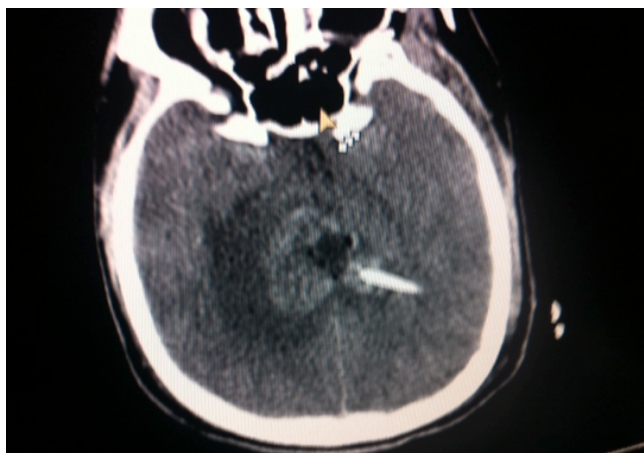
TAC post operatorio que demuestra la resección subtotal y el edema vasogénico basal.
